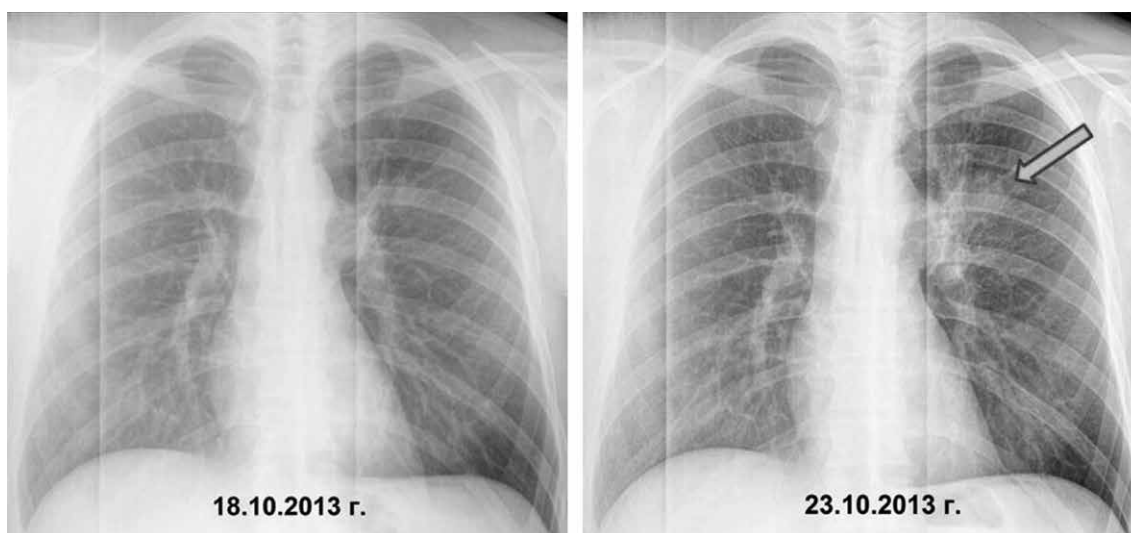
Рентгенограммы органов грудной клетки от 18.10.2013 и от 23.10.2013 г.
